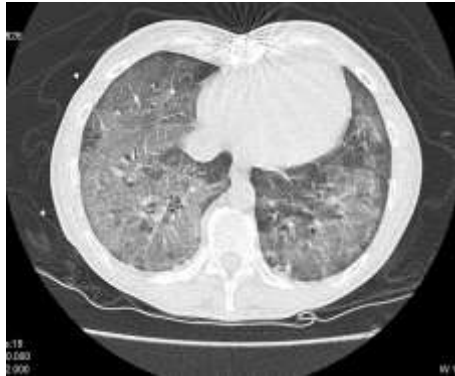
TC torácico: infiltrados bilaterales y engrosamiento septal.
